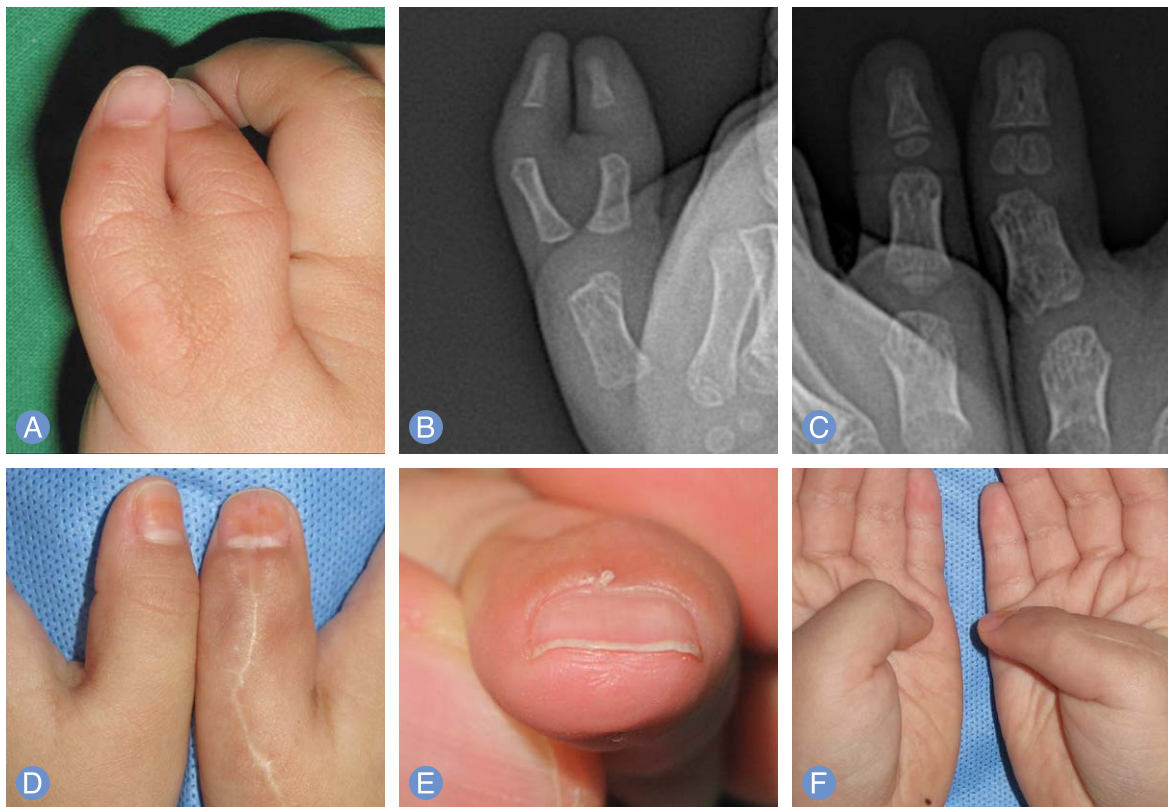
Case 1. (A, B) Preoperative photograph and radiograph. Balanced Wassel type IV duplicated thumb. (C) Radiograph at postoperative 14 months. (D, E, F) Photograph at postoperative 14 months. Acceptable cosmetic appearance without nail deformity.
